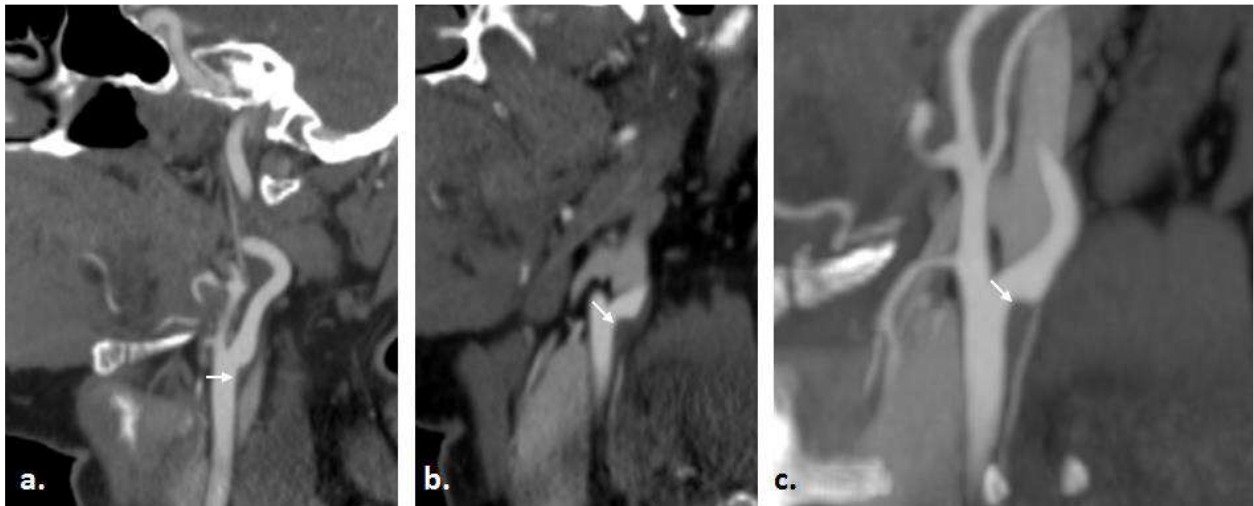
Angio-TDM des TSA et du polygone de Willis réalisée lors du 2^{ème} AVC
